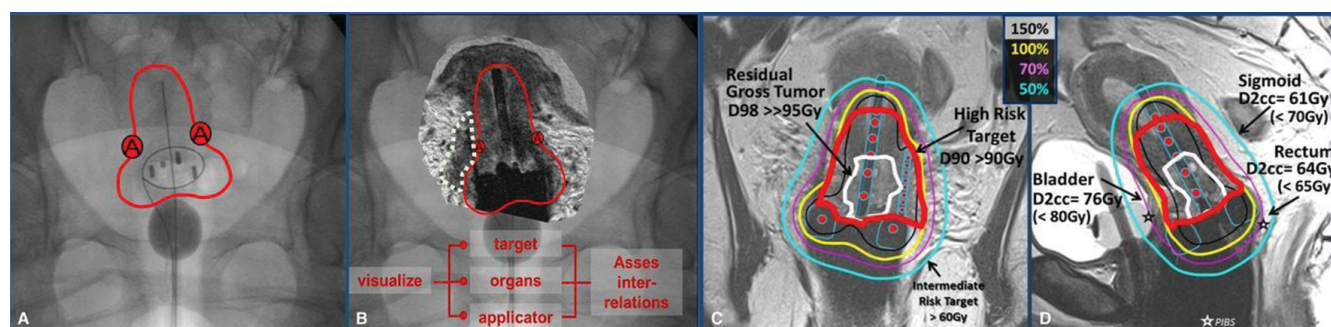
Вехи в развитии брахитерапии при местнораспространенном раке шейки матки от рентгеновской (двумерной) до адаптивной брахитерапии под контролем МРТ. (А) Двухмерная брахитерапия с использованием рентгенографии. (В) МРТ пациентки с локальным распространенным раком шейки матки с аппликатором in situ, наложенным на рентгеновский снимок той же пациентки и стандартный двухмерный план, предписанный точке А. (С) МРТ больной с местнораспространенным раком шейки матки, у которой визуализируется внутриполостной/внутриканальной тандемно-кольцевой аппликатор. (D) Сагиттальная проекция T₂-взвешенной МРТ той же пациентки, что и на (С), изображающая минимальную дозу облучения
